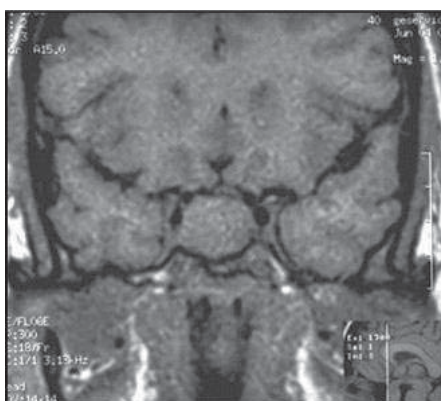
МРТ головного мозга. Выявляется эндоселлярная опухоль гипофиза
